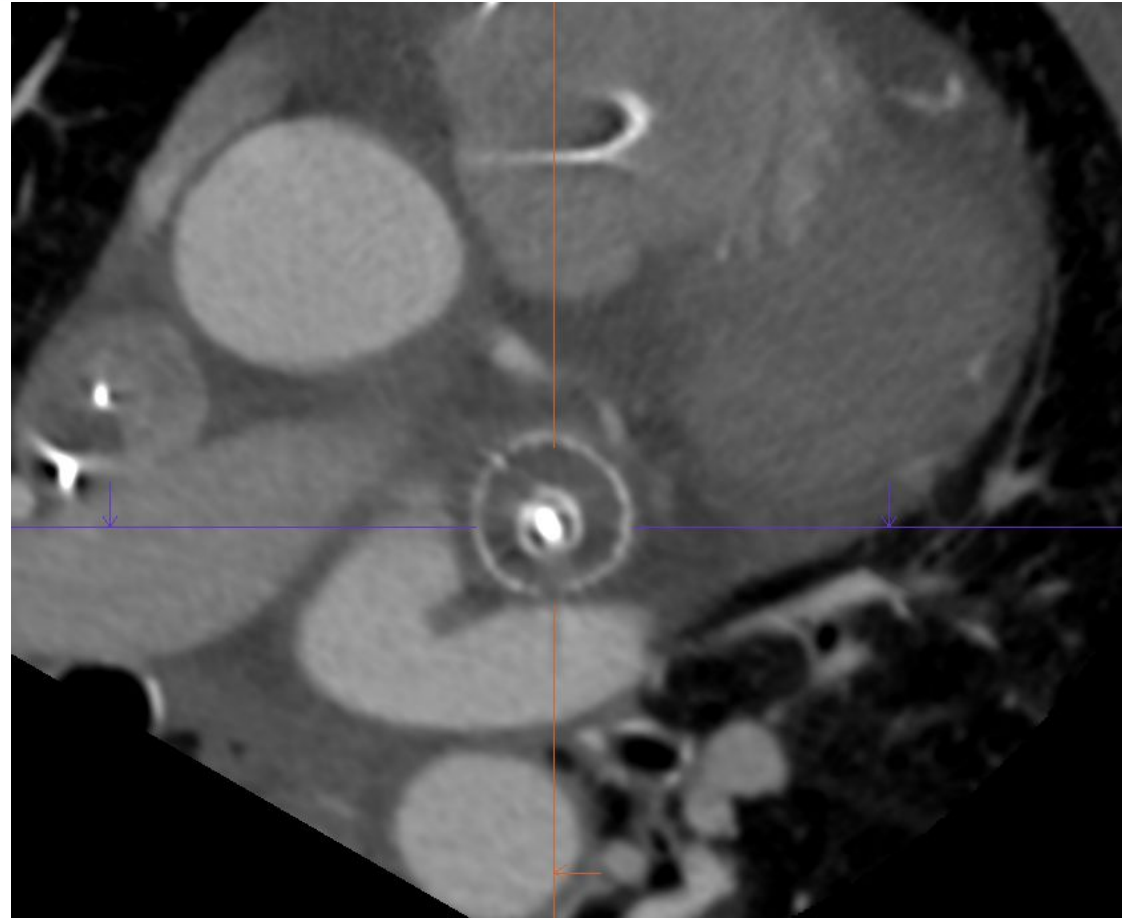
Corte axial ortogonal (reconstrucción MPR) del elemento distal del dispositivo de cierre de la orejuela en tomografía computarizada cardíaca con sincronización cardíaca. Paciente del HUPR.
